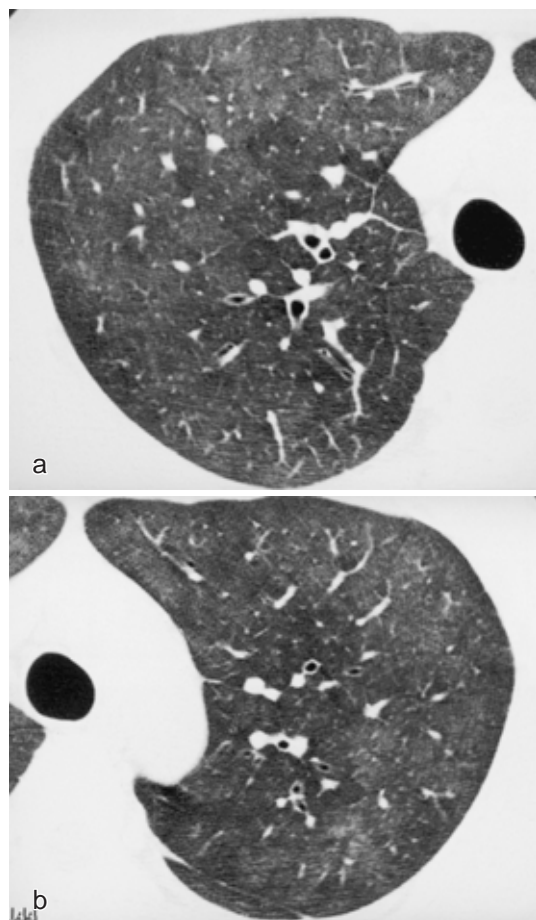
Chest HRCT findings revealing diffuse ground-glass attenuation with centrilobular distribution in both lung fields.
